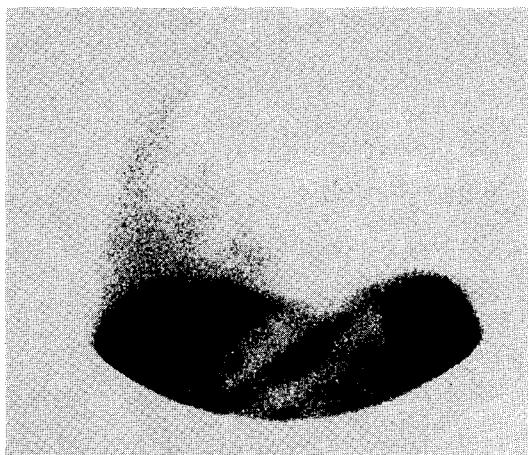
Peritoneopleural scintigraphy shows the communication between the peritoneal and the pleural space (case 1).
